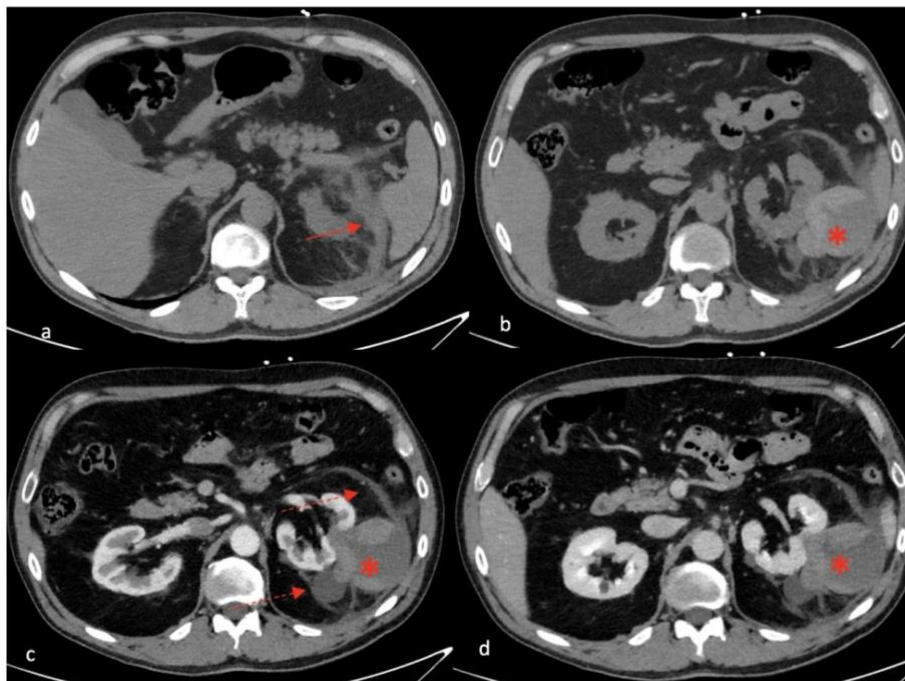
La TC con mdc conferma la presenza di versamento ematico perisplenico (freccia) e perirenale a sinistra (freccia tratteggiata) secondario a rottura di cisti renale (*).
